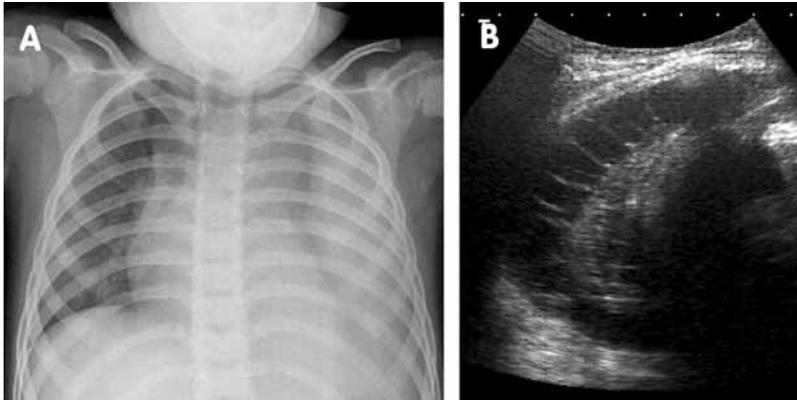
Derrame pleural complicado. A: radiografía de tórax. B: la ecografía muestra formación de tabiques de fibrina en el interior del derrame.
